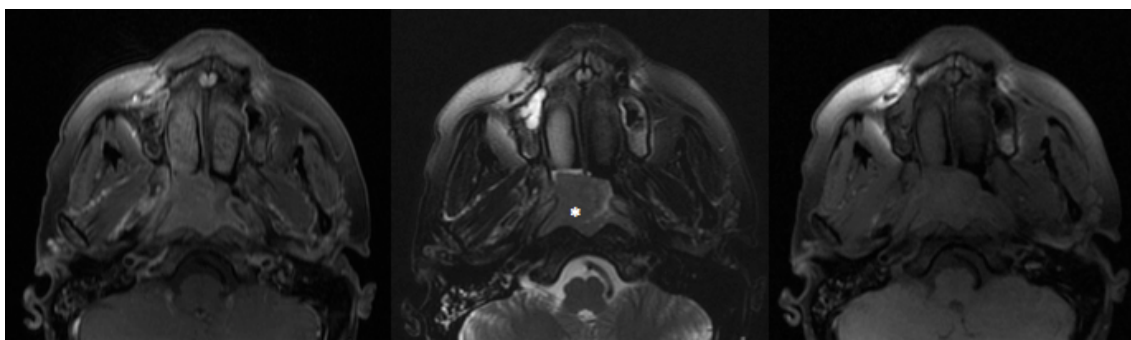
Resonancia magnética de la nasofaringe. Carcinoma nasofaríngeo T1N0M0. Masa de partes blandas de aspecto infiltrativo que se muestra hipointensa en secuencias potenciadas en T1 y T2 con saturación grasa y presenta captación de contraste, aunque con un realce menor que la mucosa.
